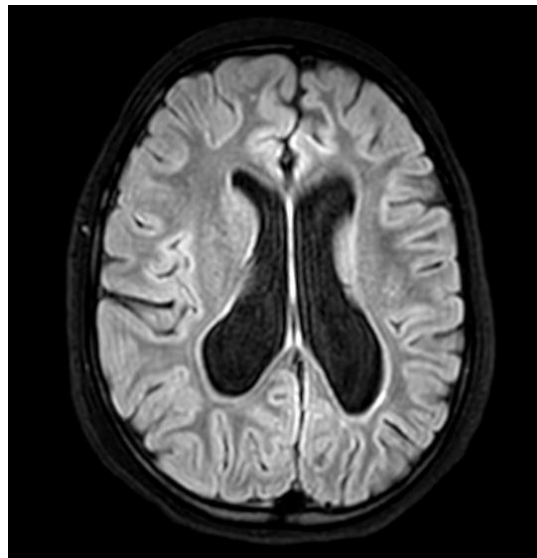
Redução Volumétrica do Hemisfério Esquerdo. T2/FLAIR
